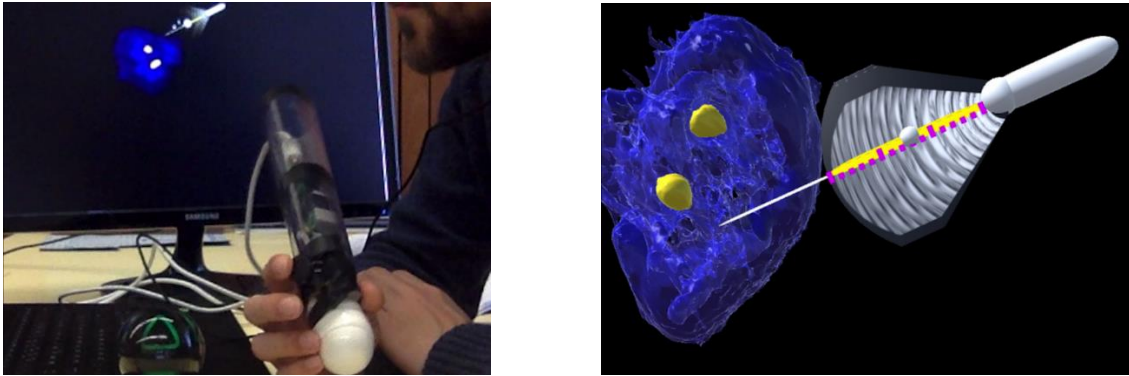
1º protótipo exploratório. À esquerda, manipulação da ferramenta física de interação composta por sonda de ultrassons e joystick. À direita, interface, com uma representação virtual da sonda e de rins.
